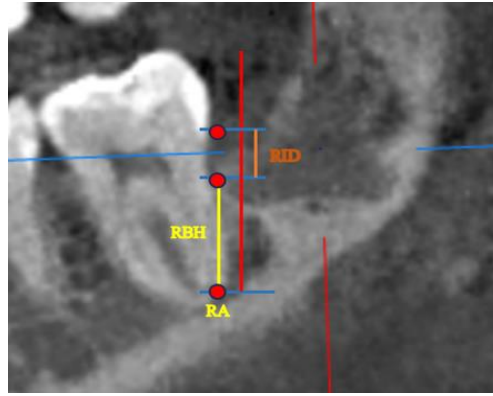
Измерение линейных показателей RID и RBH на конусно-лучевой компьютерной томографии
